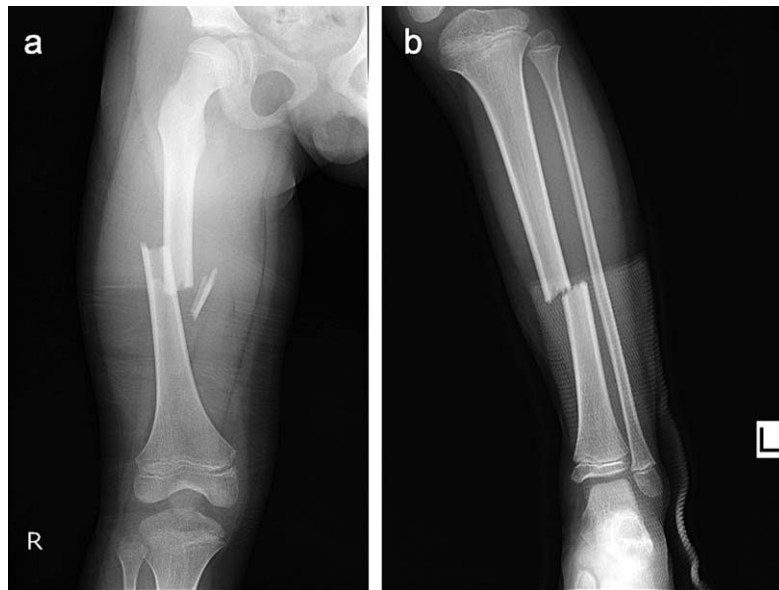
受傷時の単純X線写真（a：右大腿，b：左下腿）
